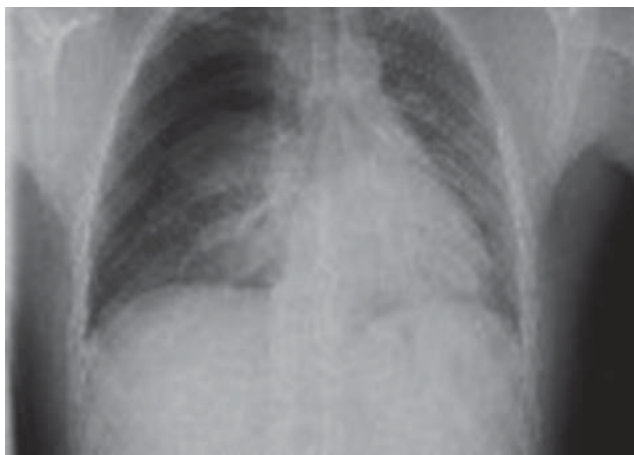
Radiografía simple de tórax en la que se aprecia neumotórax espontáneo derecho.
